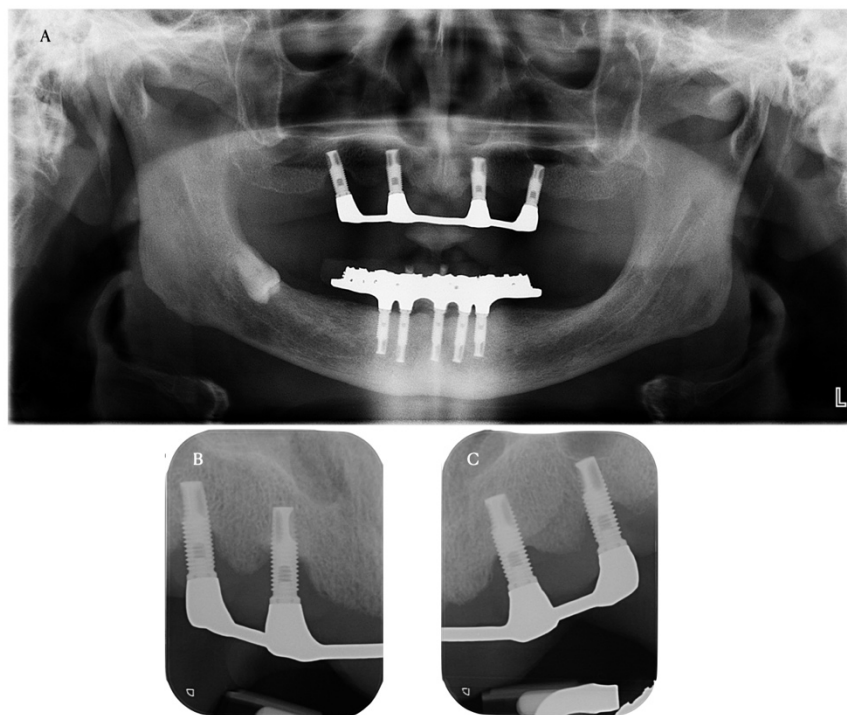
A. Ortopantomografía para el diagnóstico de periimplantitis. B y C. Radiografías periapicales del mismo paciente.
